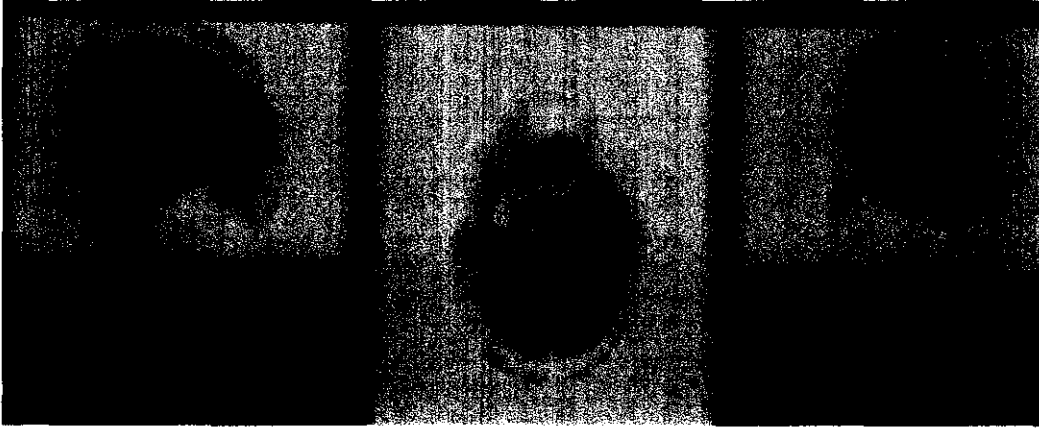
Imagen de PET de la paciente
